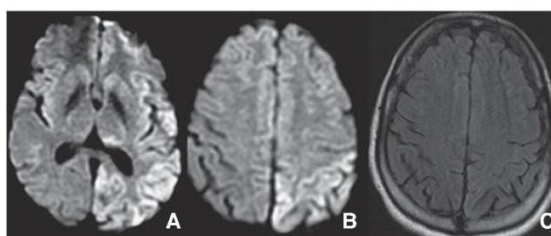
Oedème postcritique. IRM effectuée après la survenue de crises généralisées. Hypersignal cortical en séquence de diffusion (A, B) à prédominance corticale postérieure gauche et thalamique gauche. Cet aspect est régressif sur l'IRM de contrôle (non illustré). Flair (C).
